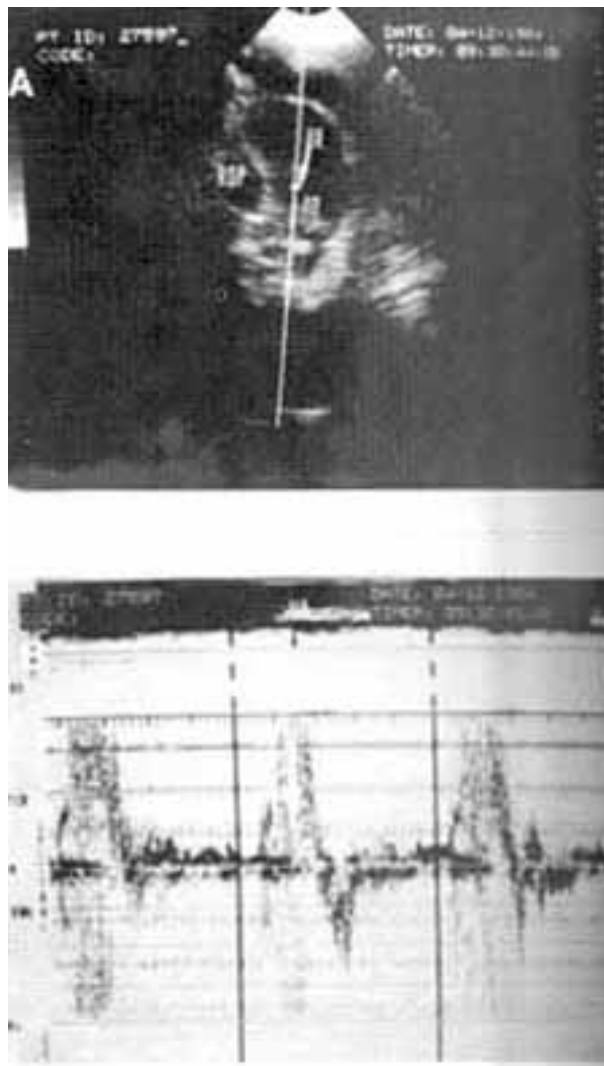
Estenose aórtica. A: Ecocardiograma bidimensional obtido desde a região supra-esternal, mostrando um corte longitudinal da raiz da aorta (AO) e um corte transversal do ramo direito da artéria pulmonar (RDP). O volume amostra do eco Doppler (VA) encontra-se imediatamente acima do plano valvar aórtico. B: Doppler espectral corresponde à figura anterior, mostrando presença de intensa turbulência sistólica (seta) devida a estenose aórtica.
